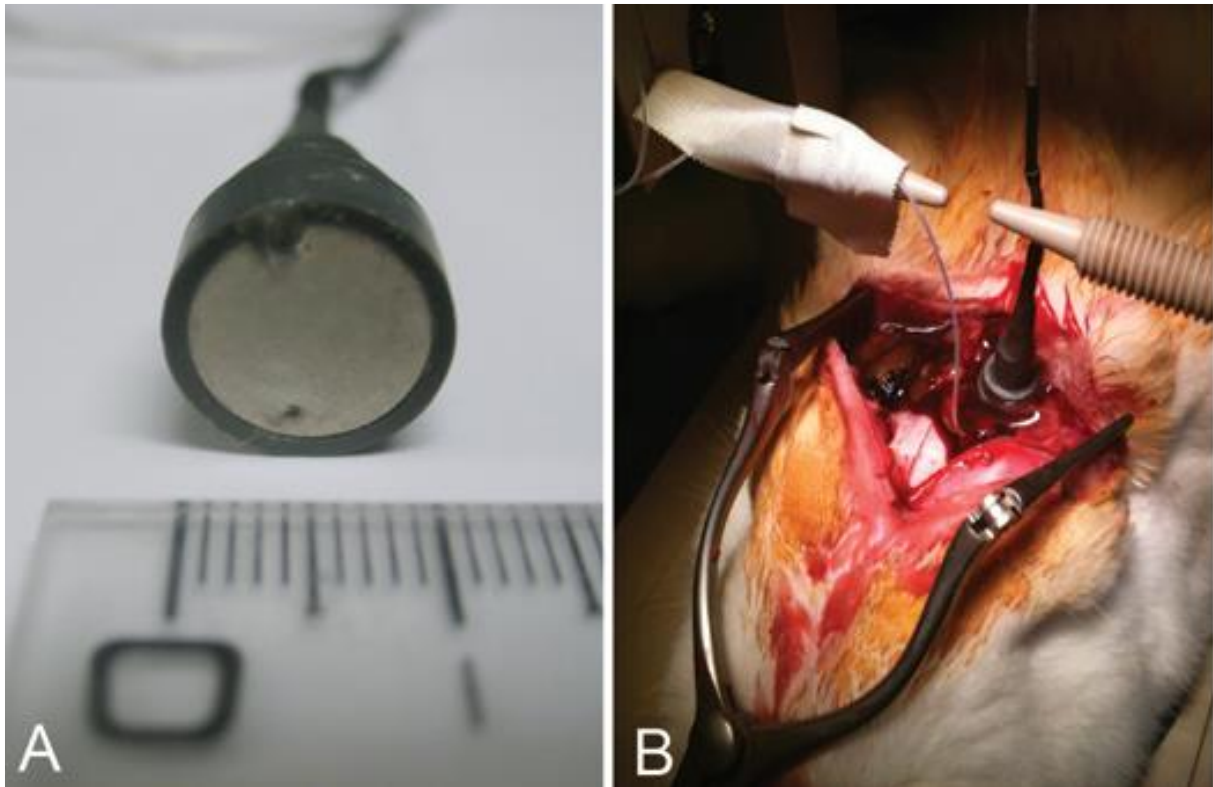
Un dispositif d'ouverture de la BHE par US : système en contact direct par gel à échographie.
